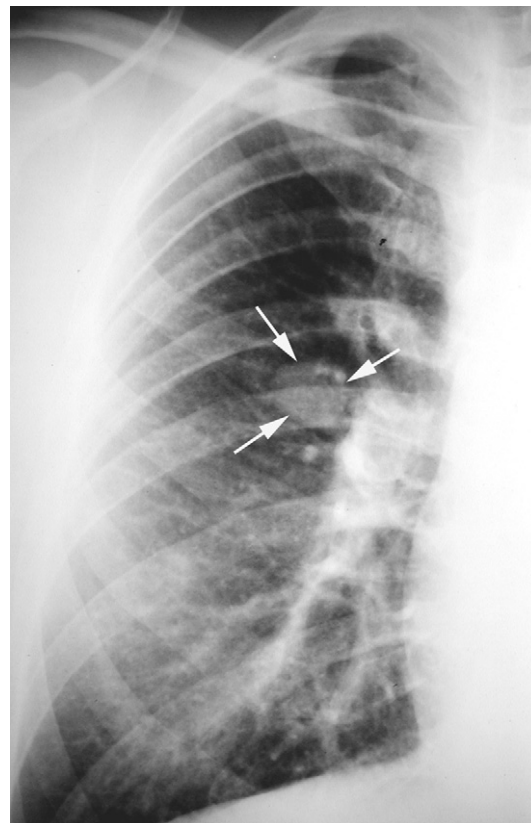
Mésothéliome localisé au niveau de la petite scissure se présentant sous la forme d'une opacité nodulaire isolée (flèches) en projection parahilaire droite sur la radiographie thoracique de face.
